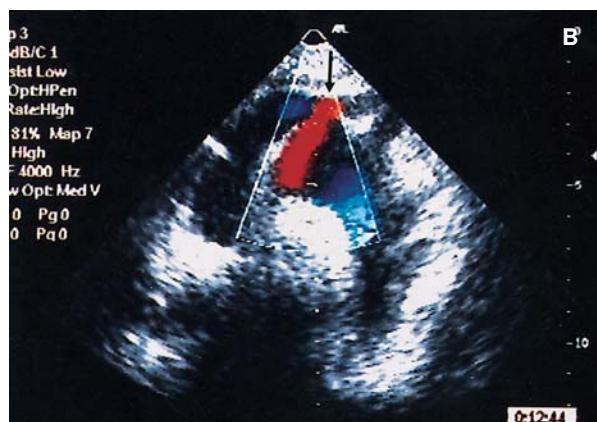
A: eco bidimensional desde la proyección supraesternal, corte longitudinal del cayado aórtico donde las flechas muestran la rotura de la íntima con imagen de doble luz. B: con doppler color el flujo codificado en rojo representa el paso de sangre de la luz verdadera a la luz falsa.
